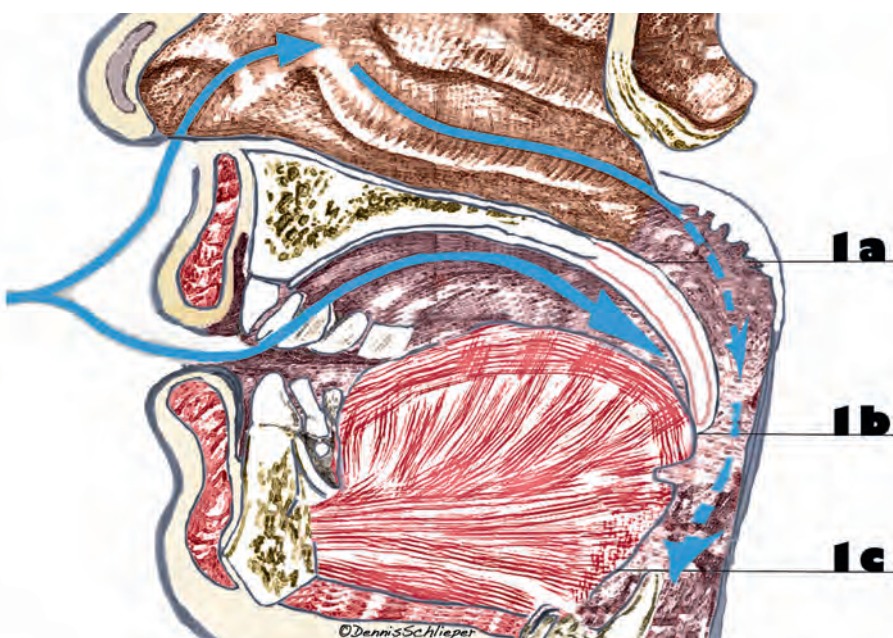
obere Luftwege ohne Protrusion: Exemplarisch sind die Abmessungen des Mesopharynx auf den drei axialen Ebenen a, b und c im digitalen Volumentomografen dargestellt.
